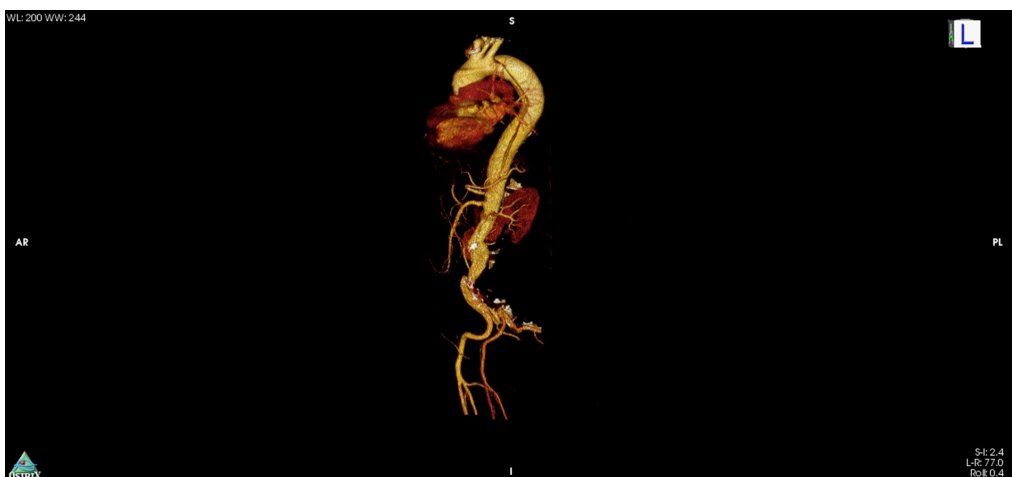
Computed tomography angiography at admission showing Stanford type B aortic dissection.
